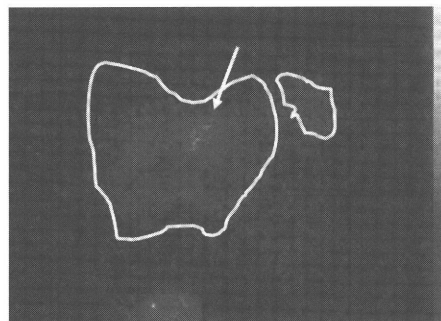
Computerd Radiographyによる摘出標本のex-vivo-scan (左下はreference)
